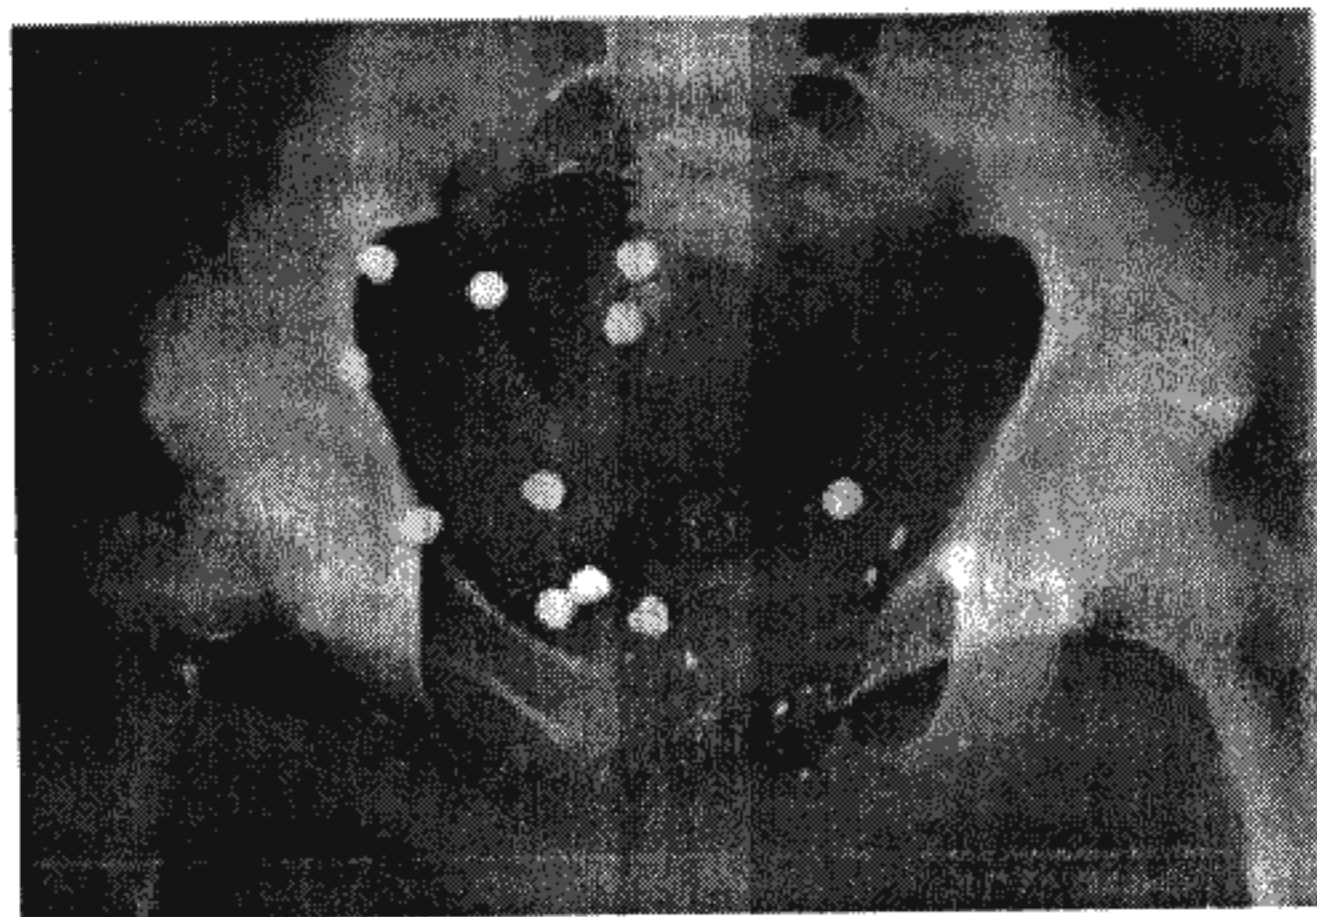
Рентгенограма таза хворого Н. з вогнепальним пораненням
